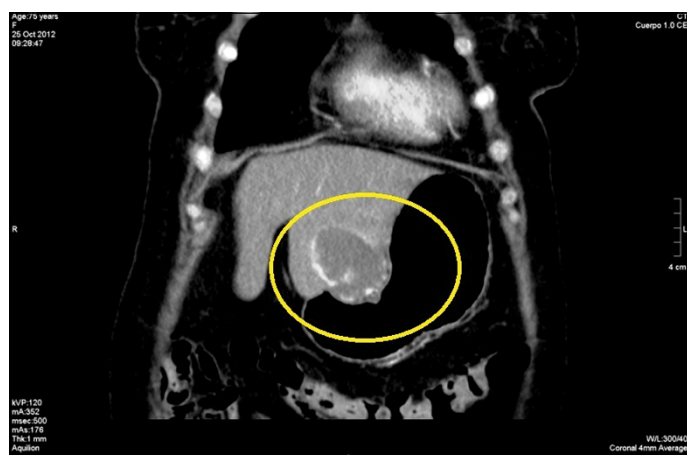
Tomografía computarizada (TC) abdominal, corte coronal. Se observa un hemangioma hepático que “cuelga” del borde libre del lóbulo hepático izquierdo y se recuesta sobre la curvatura menor gástrica.
